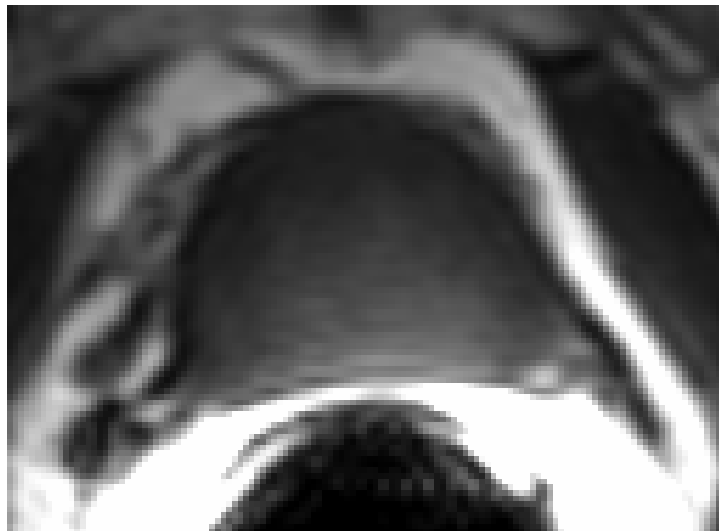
Imatge RM en seqüència potenciada en T1.*
